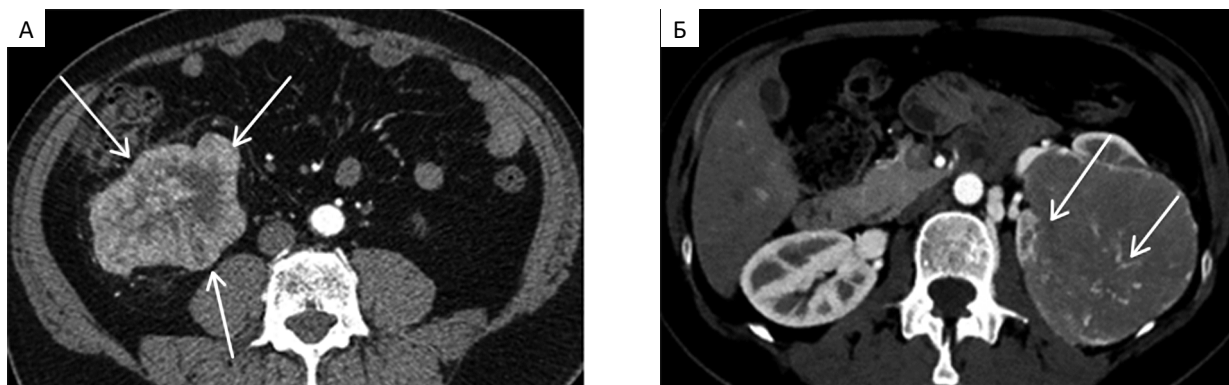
ААксиальные томограммы брюшной полости в кортикомедуллярную фазу внутривенного контрастирования: А — пациента М. 50 лет с онкоцитомой правой почки, в нижнем полюсе которой определяется массивное узловое образование (до 10х7 см в поперечнике), с бугристыми контурами (стрелки) и неоднородной внутренней структурой за счет звездчатого рубцового формирования; Б — пациентки К. 36 лет с онкоцитомой левой почки, большая часть которой замещена массивным опухолевым образованием (до 9х8 см в поперечнике), с четкими ровными контурами и неоднородной внутренней структурой за счет многочисленных разновеликих сосудистых элементов (стрелки)
